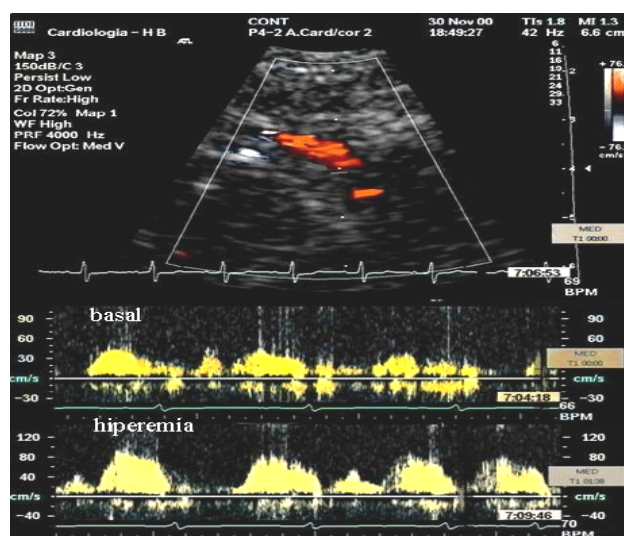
A imagem superior representa o fluxo a cor da DA distal por EDTT. Imagem inferior representa o espectro Doppler pulsado da DA distal em basal e durante hiperemia com adenosina em infusão na concentração de 140µg/kg/min.
